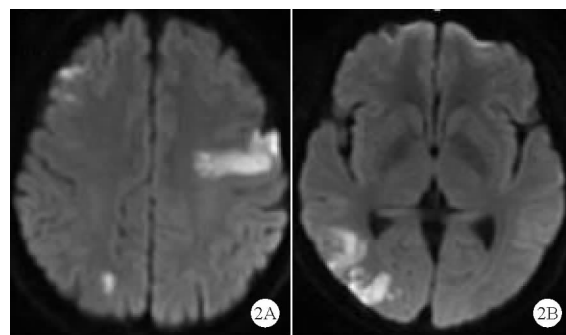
患者 2018 年 10 月 30 日头颅 DWI 检查提示多发脑梗死 (A:双侧额叶、右侧顶叶受累;B:颞叶受累)
